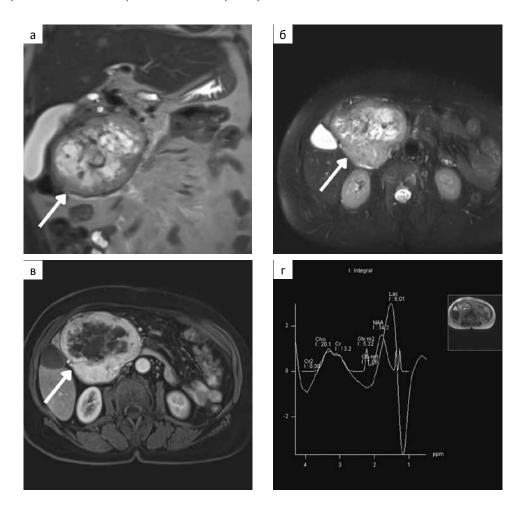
МР-томограммы абдоминальной области женщины 65 лет с нейроэндокринной опухолью головки поджелудочной железы G2, Ki-67-6 %: а — T_2 -ВИ в корональной проекции; б — T_2 -ВИ с подавлением сигнала от жира в аксиальной проекции; в — изображения в артериальную фазу в аксиальной проекции; г — MP-спектрометрия. Пики Cho, Cr, Glx, NAA, Lac идентифицированы на соответствующих кривых: уровень Cr — 13,2, уровень Glx повышен до 5,32 Fig. 3. MRI of the abdominal region of a 65-year-old woman with a neuroendocrine tumor of the head of the pancreas G2, Ki-67-6 %: а — T_2 -WI in the coronal projection; б — T_2 -WI with suppression of the signal from fat in the axial projection; в — images in the arterial phase in the axial projection; г — MRM. The peaks of Cho, Cr, Glx, NAA, Lac are identified on the corresponding curves: the Cr level is — 13.2, the Glx level is increased to 5,32
